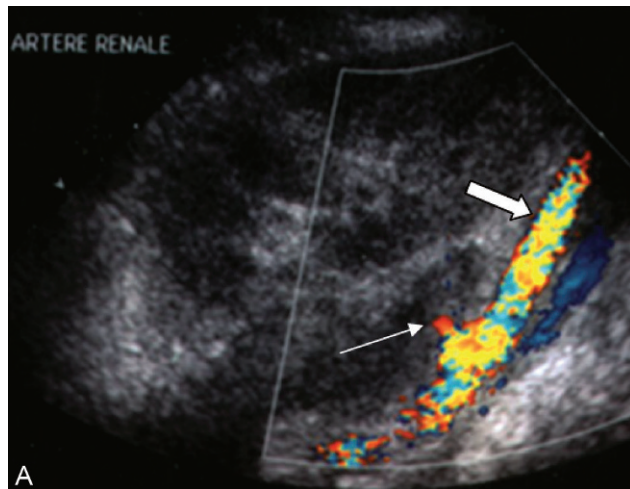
Échographie-Doppler normal du greffon. Visualisation de l'artère rénale depuis l'anastomose jusqu'à la bifurcation. (A) Flux intrarénal normal. (B) Les résistances sont mesurées au niveau des artères interlobaires.
